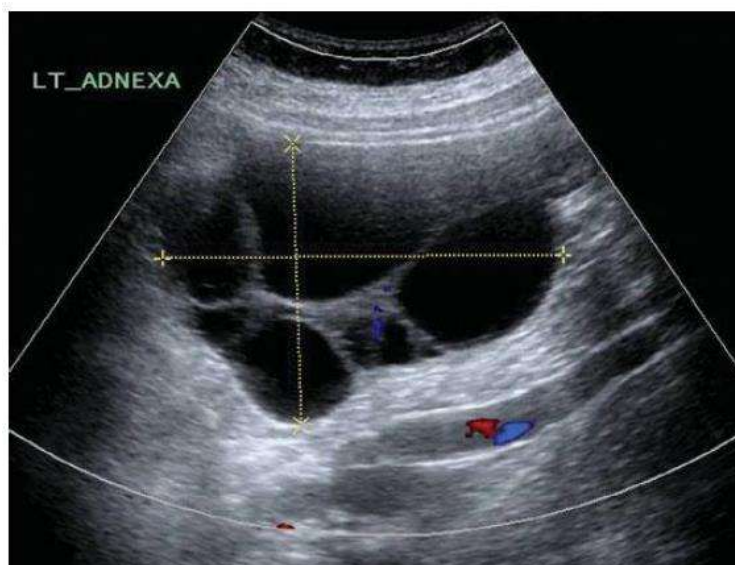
Sonographic image of an ovary with theca-lutein cysts in a woman with a hydatidiform mole.
